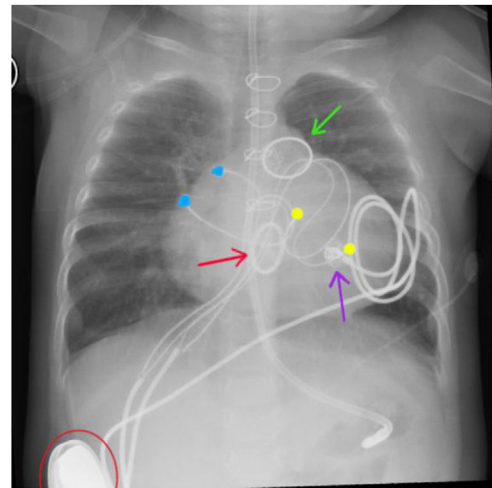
Radiografía toracoabdominal donde se observan: anillo de la válvula mecánica mitral (flecha roja), anillo del conducto VD-AP (flecha verde), electrodo epicárdico de fijación activa (flecha violeta), electrodos epicárdicos de contacto en aurícula derecha (puntos azules), electrodos epicárdicos de contacto en VD (puntos amarillos) y generador de marcapasos tricameral en bolsillo paralumbiar derecho retromuscular (semicírculo rojo).
